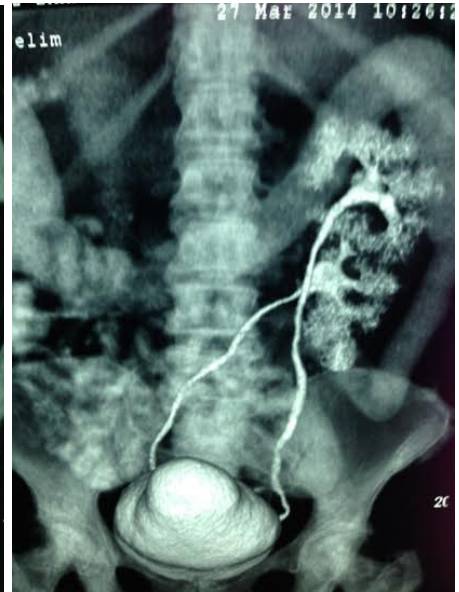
TAC contrastada que muestra ectopia renal cruzada de localización izquierda, formando riñón discoide con sistema pielocalicial y ureteros independientes insertados en vejiga de manera habitual.
